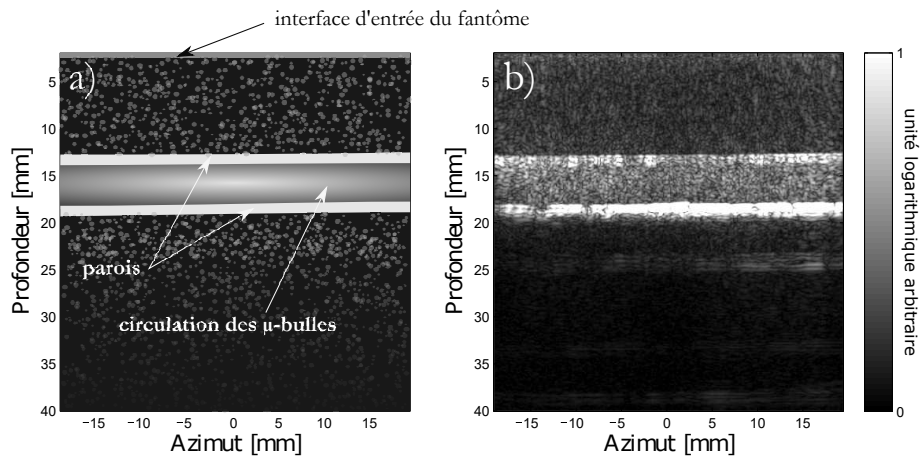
a) Plan du fantôme vasculaire b) Image échographique de référence.
